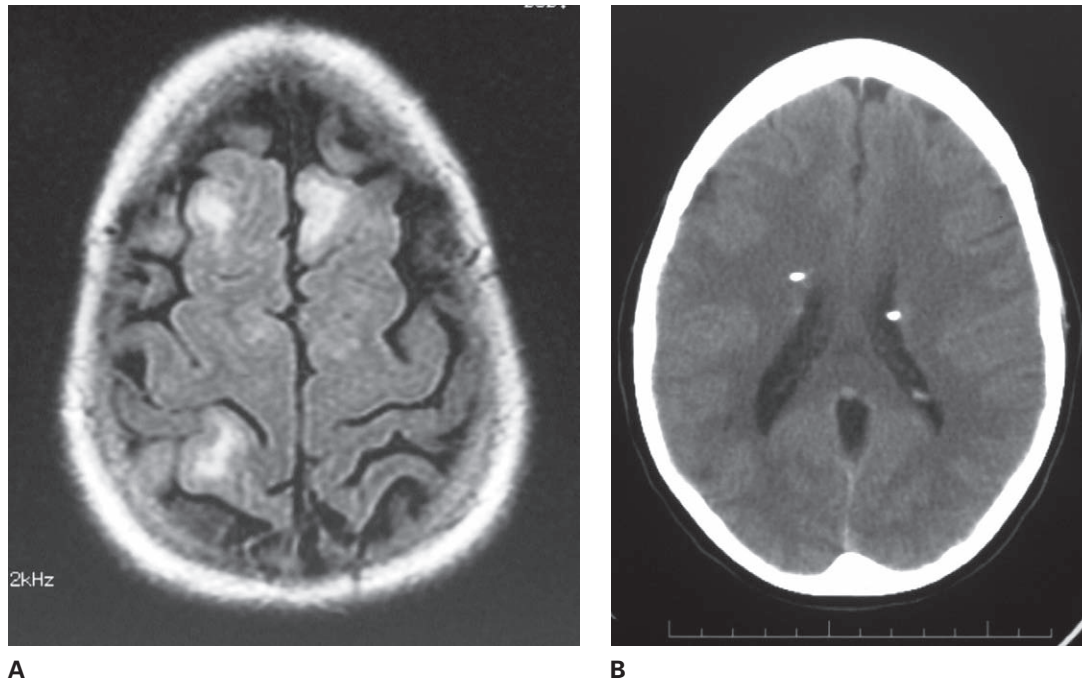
Esclerosis tuberosa. MRI que muestra múltiples hamartomas (A). En la CT se demuestran nódulos subependimarios (B) en los que su naturaleza calcificada ha dado lugar a que se denominen “piedras cerebrales”.
